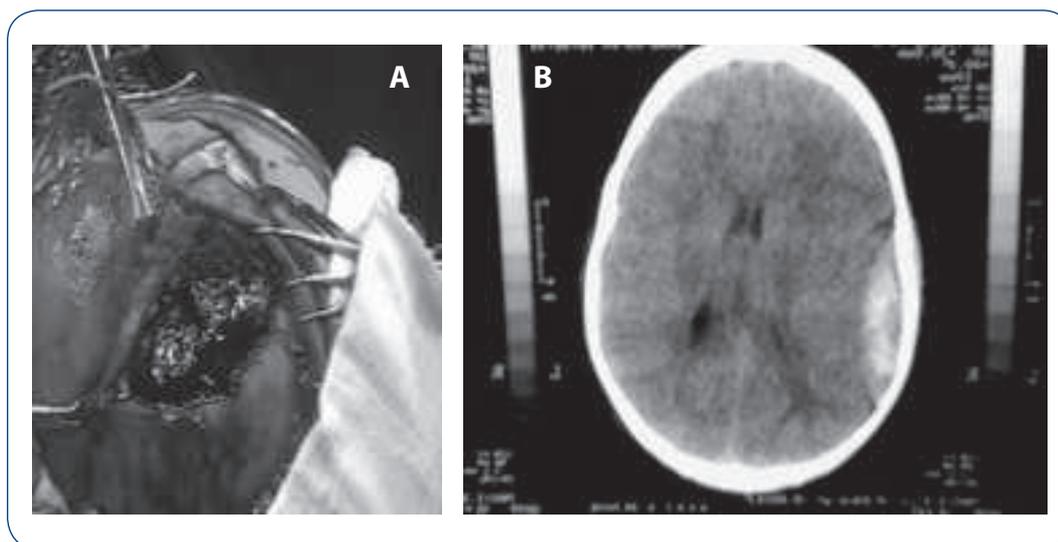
A – Hematoma extradural AP – neurocirurgia. B – Hematoma extradural CT – CT crânio.
